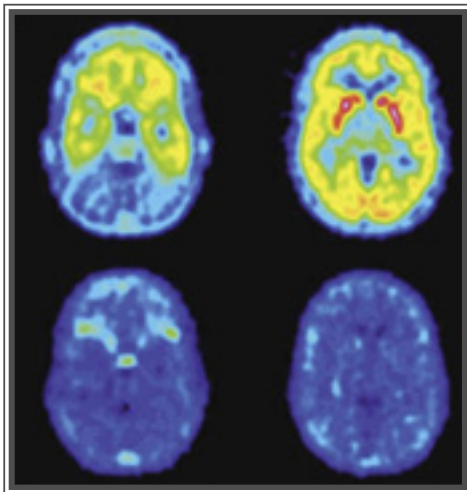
Imágenes de Tomografía por Emisión de Positrones (PET)
